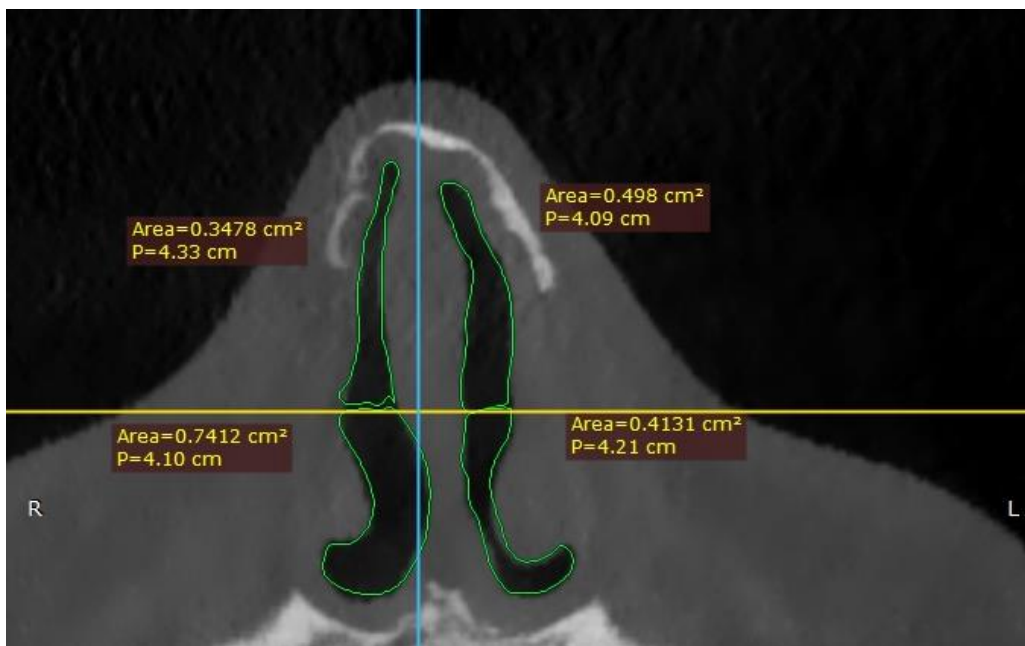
Планіметрія просвіту ВНК за даними КТ з MPR в програмі RadiAnt DICOM Viewer 2022.1, з використанням інструменту «closed polygon»
